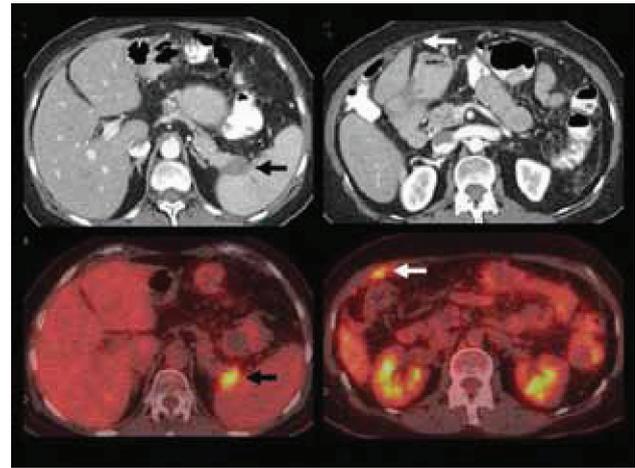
Mujer de 68 años con historia de cáncer de mama tratado hace 11 años. En el PET/CT se aprecia tumor sólido hipermetabólico en cola de páncreas, de difícil visualización en imágenes de Tomografía Computada con contraste (flecha negra). Además hay infiltración peritoneal sólo visible en el estudio metabólico (flecha blanca).
